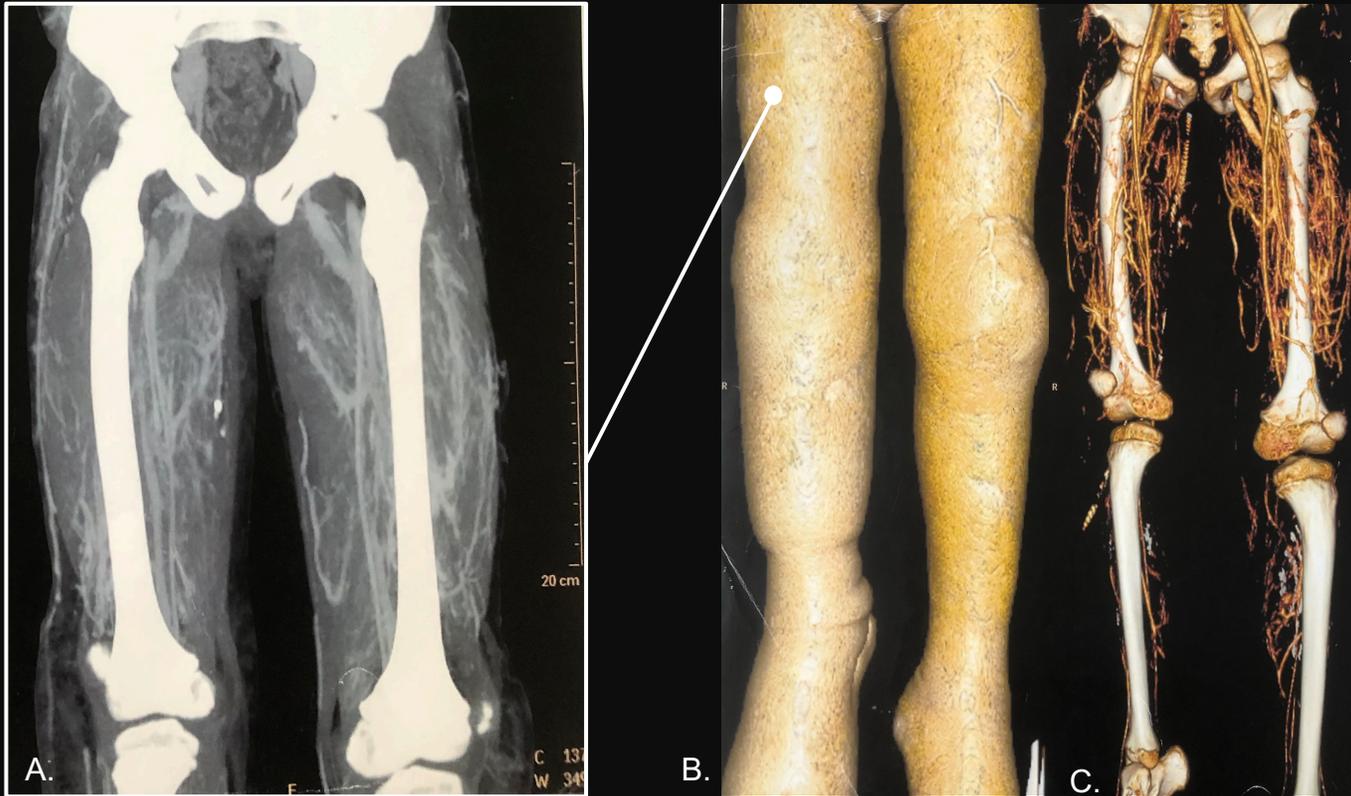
A – Reconstrução de angiotomografia de membros inferiores no plano coronal da coxa, com MIP, onde se observam múltiplas malformações, proliferações, tortuosidade e dilatações vasculares.
